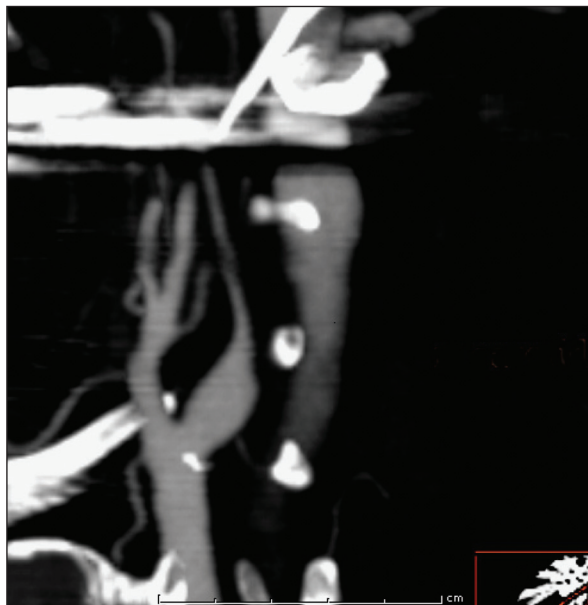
Angiografia por tomografia computadorizada demonstrando o "sinal do barbante".
